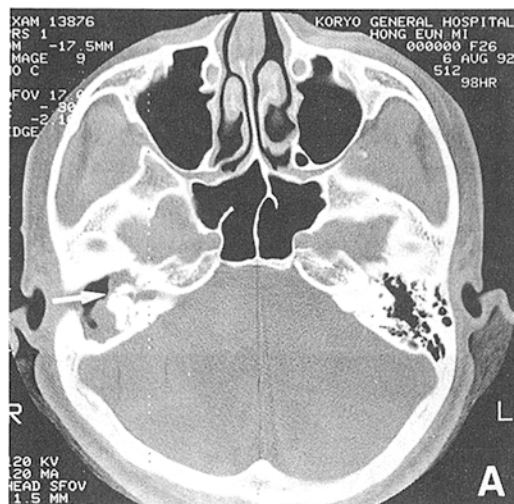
Axial(A), Coronal(B) temporal bone CT in case II. Post mastoidectomy state was noted. Abnormal mass fills mastoid cavity and extends to petrous apex and internal auditory canal(white arrow).
